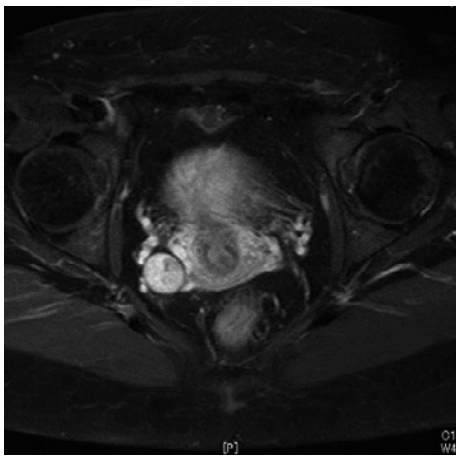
骨盤MRI. CTで認めた子宮外後方の腫瘍影は、T1強調画像では低信号を呈し、脂肪抑制画像では抑制は認められず、造影では不均一な増強効果を呈している.
